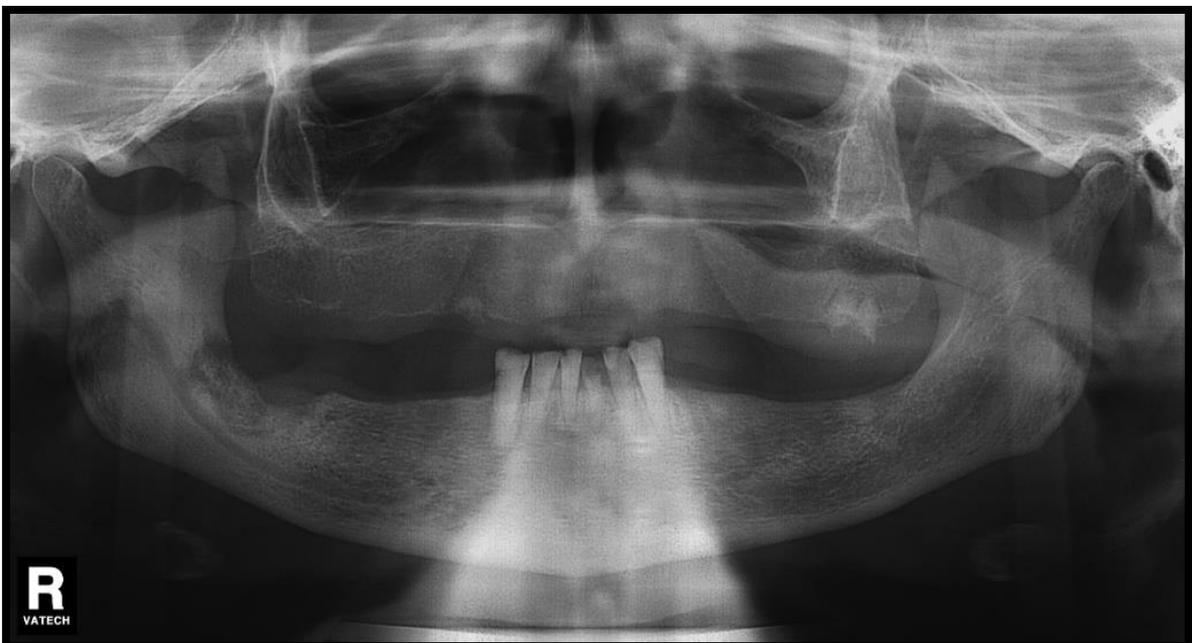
Ortopantomografia inicial da paciente S.L.A. (junho de 2019)
